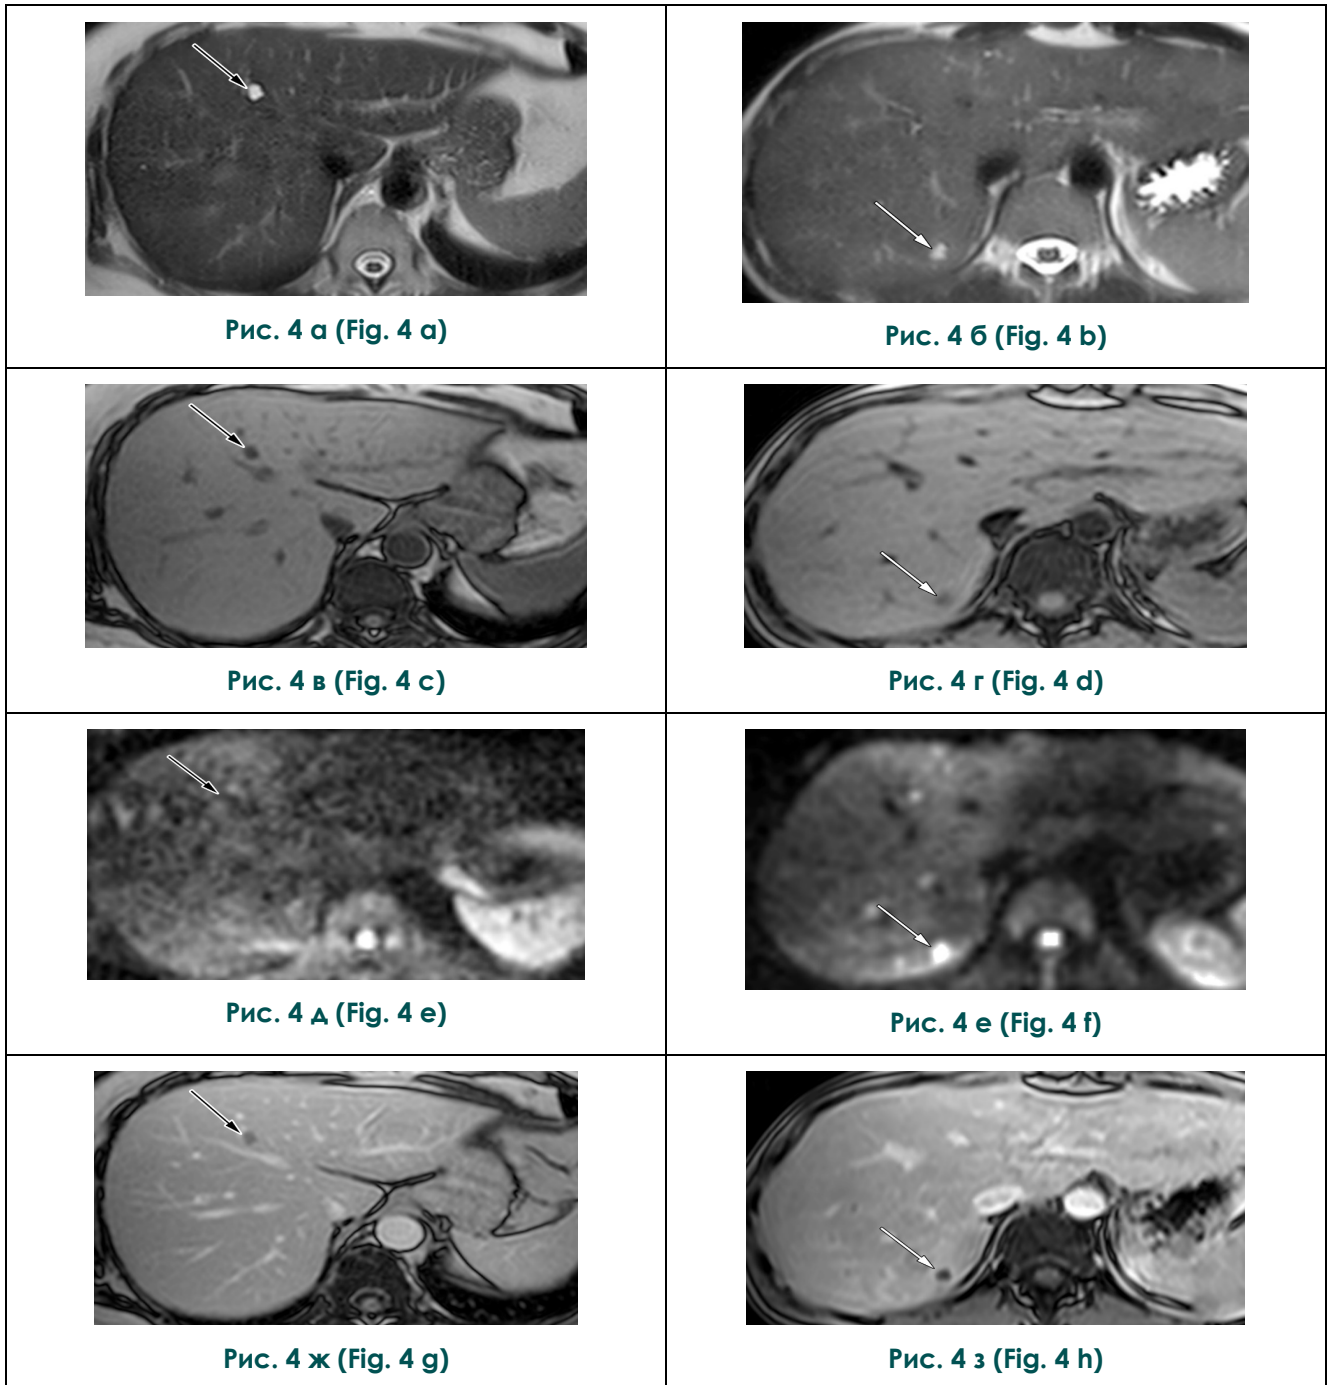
Дифференциальная диагностика кист печени и выявленных у пациентки зон изменения МР-сигнала в паренхиме печени. МРТ органов брюшной полости двух пациентов: с кистами печени (а, в, д, ж) и обсуждаемой пациентки (б, г, е, з): а, б – Т2-ВИ; в, г – Т1-ВИ; д, е – DWI (b=800); ж, з – Т1-СЕ.
